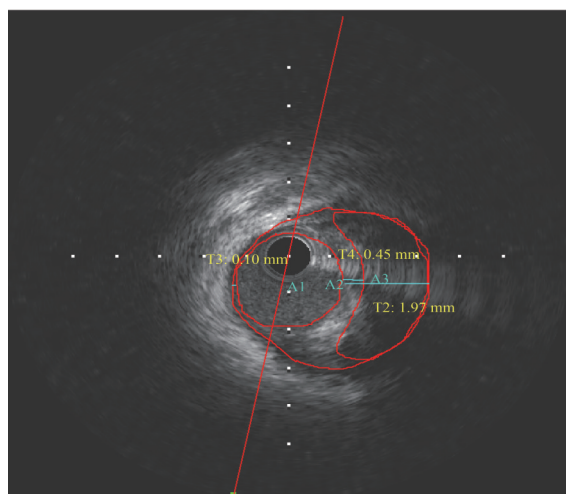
“痰瘀互结”型不稳定型心绞痛患者血管内超声显像
